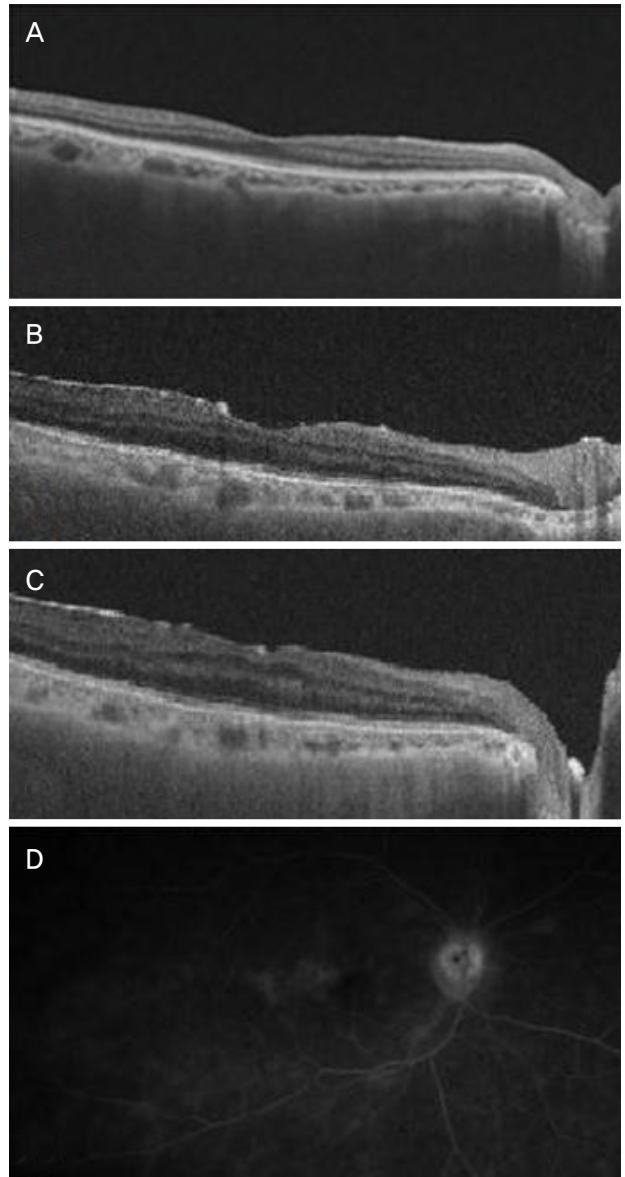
Follow up optical coherence tomography (OCT) and fluorescein angiography (FAG). (A) After the first vitrectomy, OCT of the patient showed normal retinal layers. (B, C) OCT of the patient before (B) and after (C) scleral fixation of intraocular lens (IOL). Epiretinal membrane and hyper-reflective dots were observed on the patient's retinal layers. (D) FAG of the patient before scleral fixation of IOL. Some leakage observed on the late phase of fluorescein angiography.
